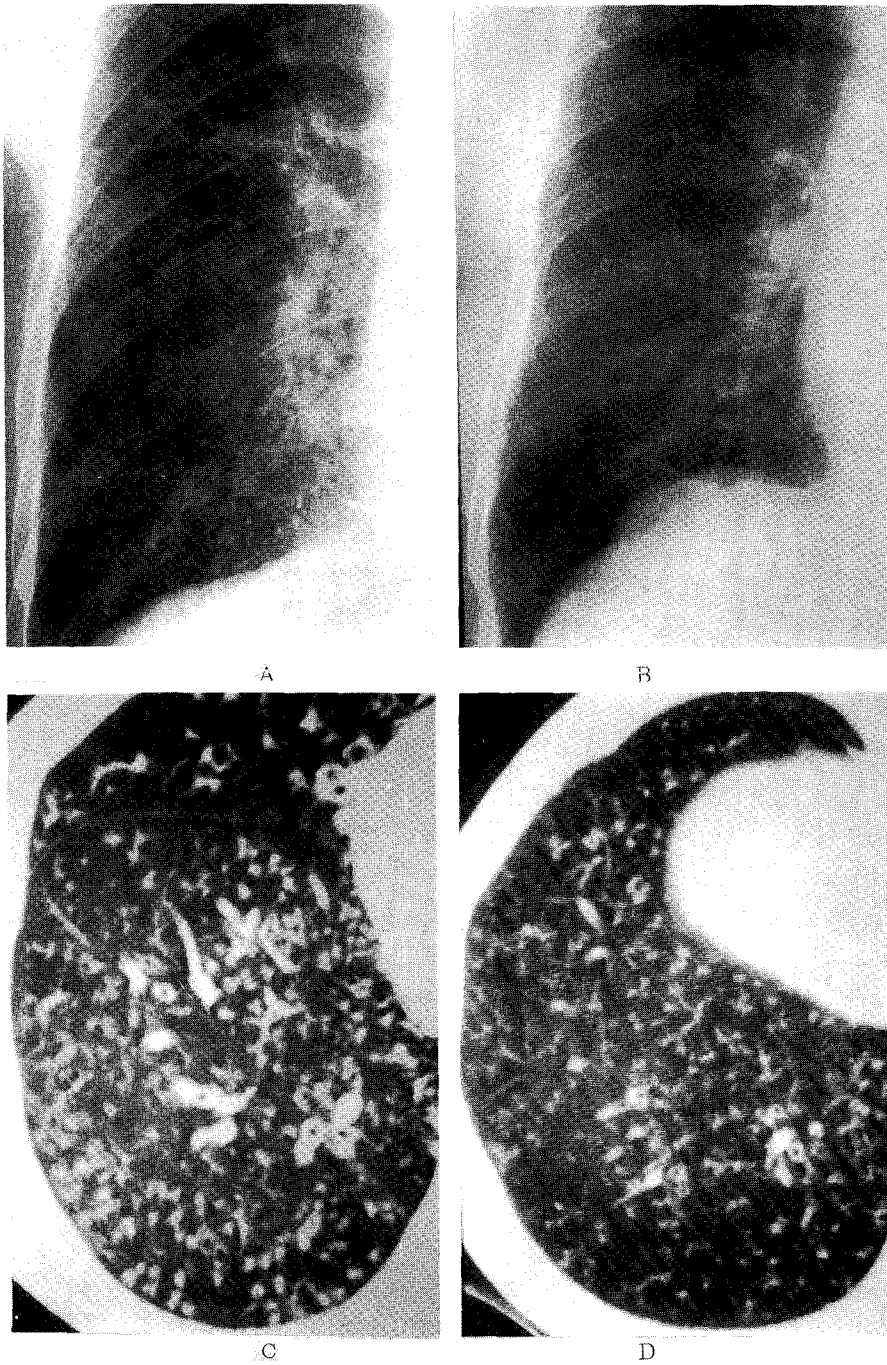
Changes of chest roentgenogram and high resolution CT with low-dose erythromycin therapy in diffuse panbronchiolitis (A & C-before treatment, B & D-after 3 months of treatment)
